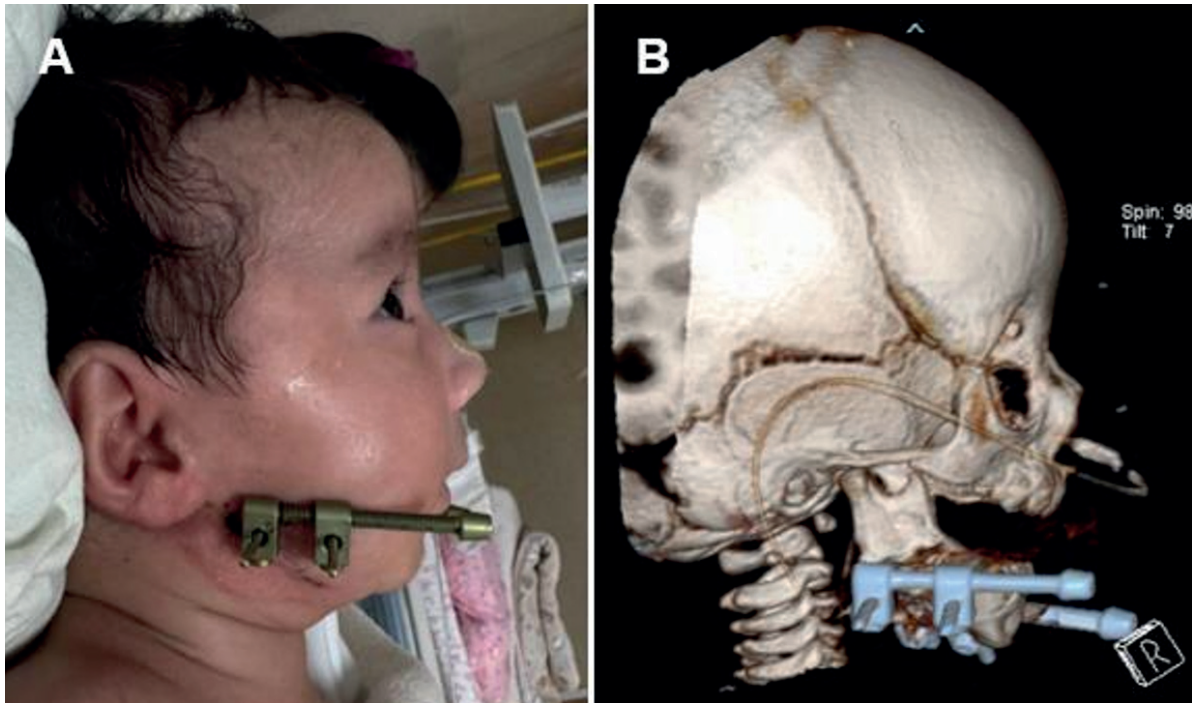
Décimo segundo día posoperatorio, con ganancia de 12 mm de distracción. A) Iconografía de perfil derecho. B) TC reconstrucción 3D, vista lateral derecha.
